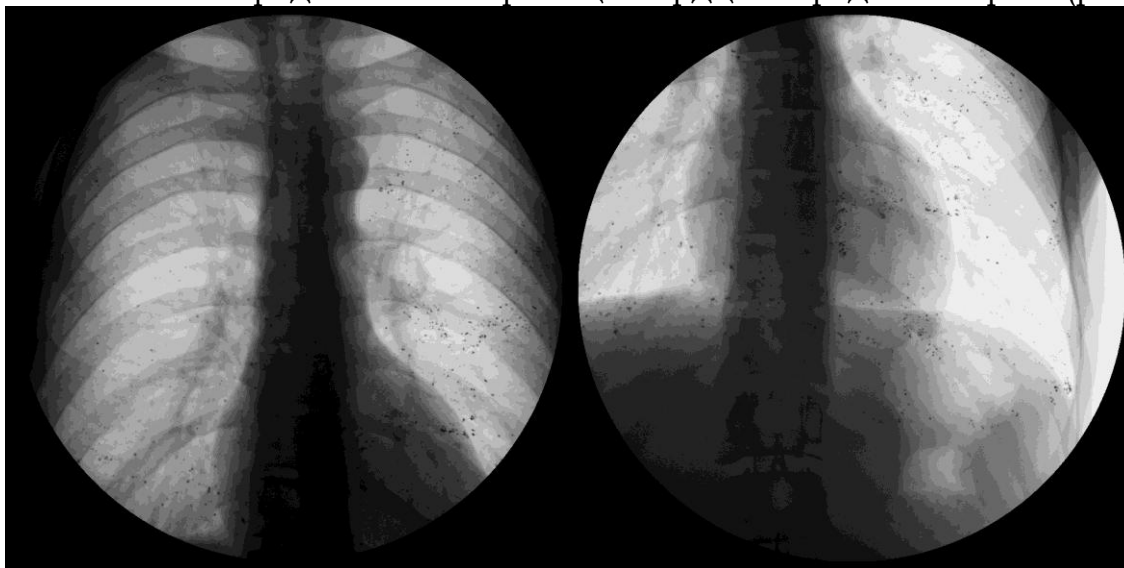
Больной М. С., 22 года. Рентгенограмма грудной клетки.
